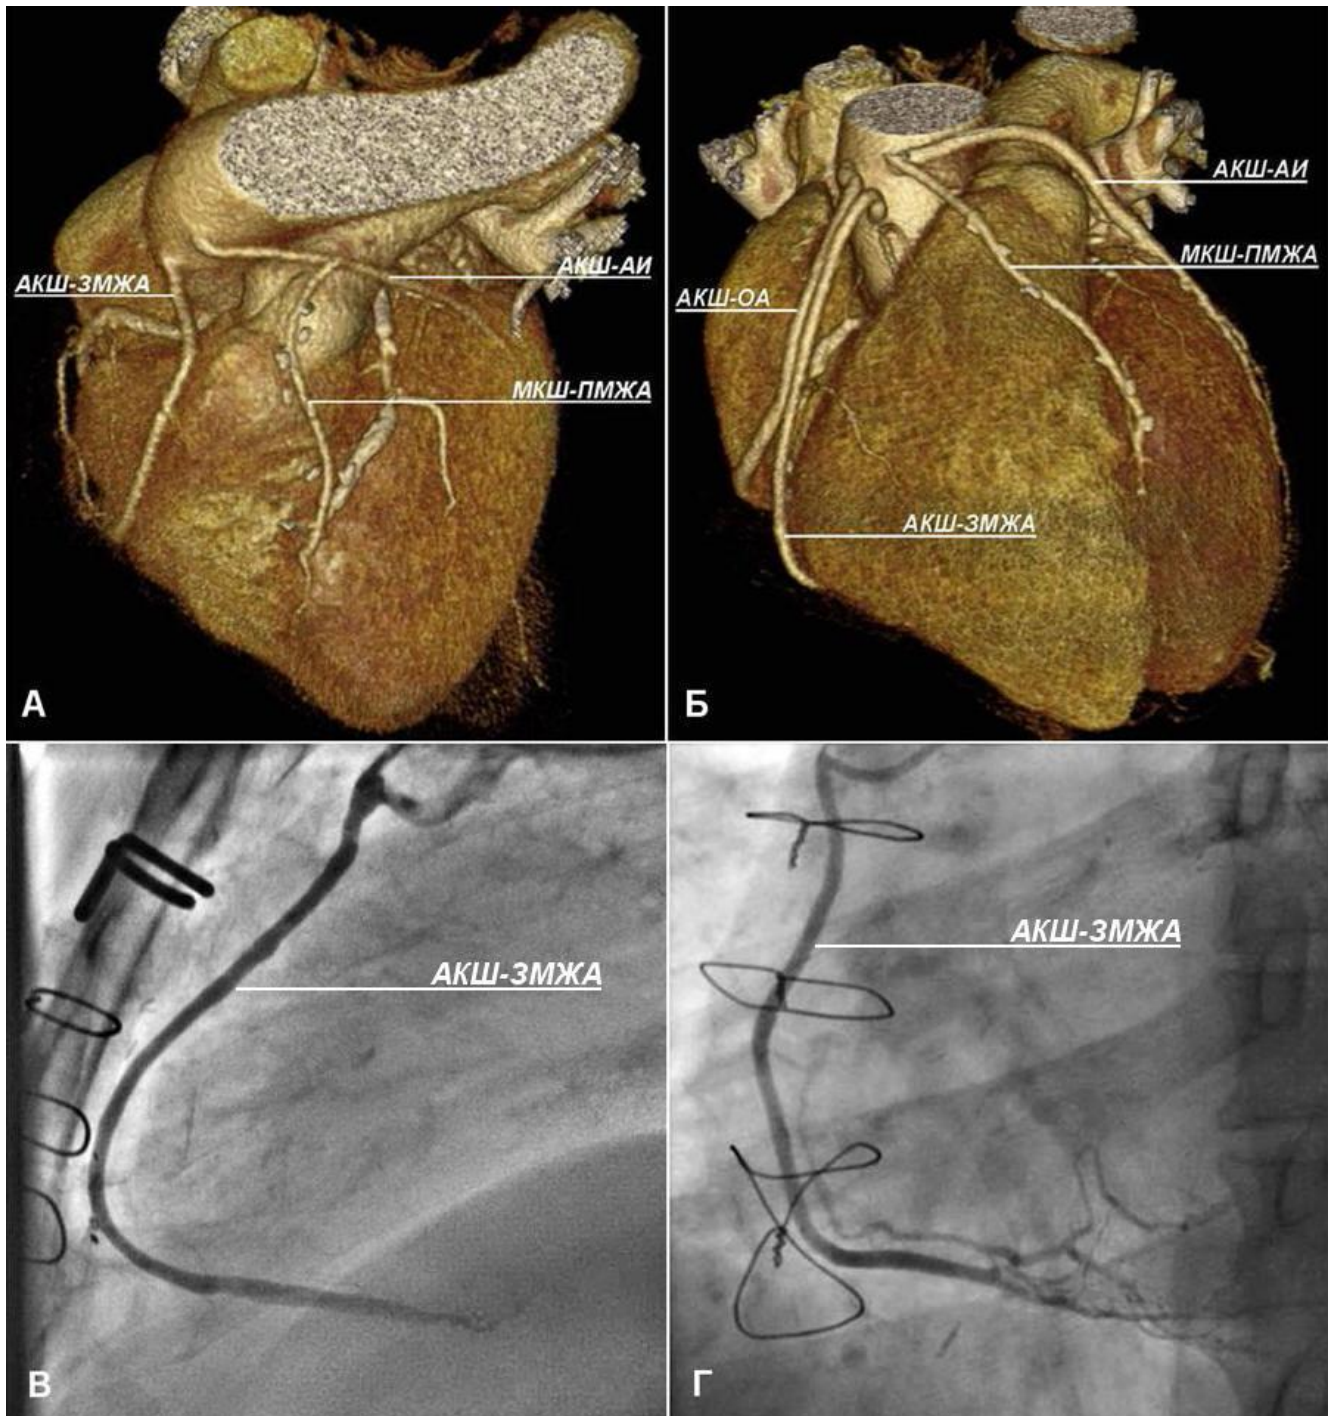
Прокладимость аортокоронарных шунтов по данным МСКТ и традиционной шунтографии на среднеотдаленных сроках после коронарного шунтирования с эндоскопическим (А, В) и открытым (Б, Г) выделением вены.
